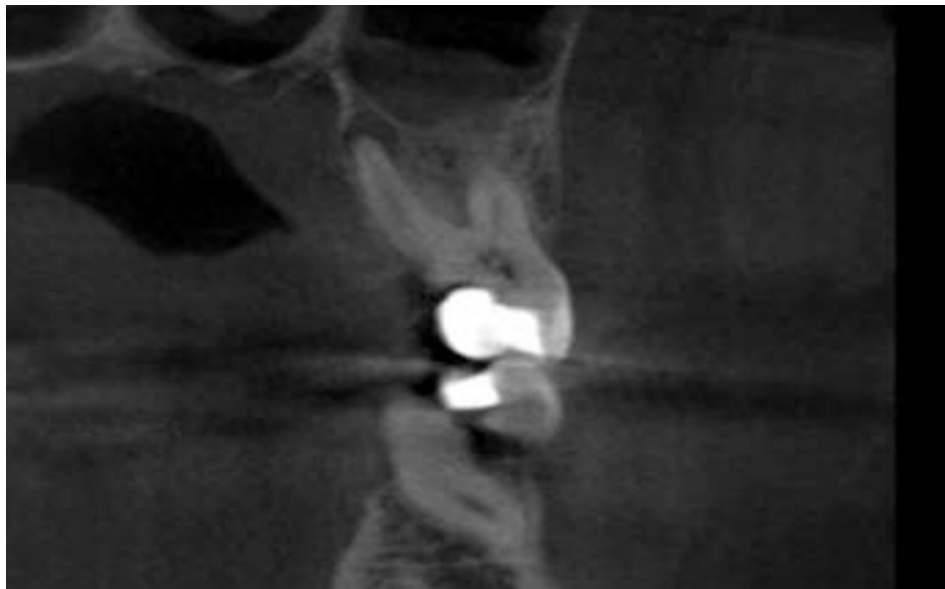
Комп'ютерна конусно-променева томографія: хронічний періодонтит 26 зуба, ускладнений хронічним одонтогенним гайморитом.
